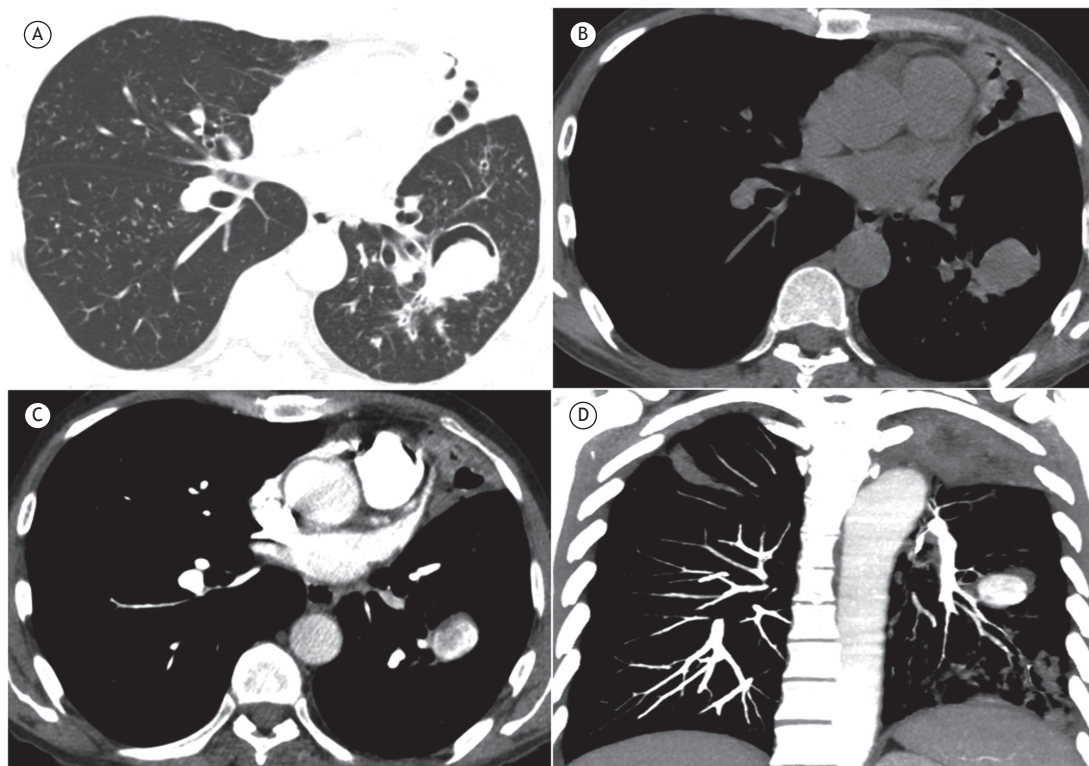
Em A, imagem de TC axial com janela para o pulmão, ao nível dos lobos inferiores, mostrando pequenos nódulos em ambos os pulmões, uma consolidação com cavitação na língula e um nódulo dentro de uma cavidade, com ar interposto entre o nódulo e a parede da cavidade (o sinal do crescente aéreo). Em B, imagem de TC axial com janela para o mediastino demonstrando que o nódulo é homogêneo. Em C e D, reconstruções axial e coronal, respectivamente, de imagens de TC com contraste, mostrando realce intenso do nódulo intracavitário.
